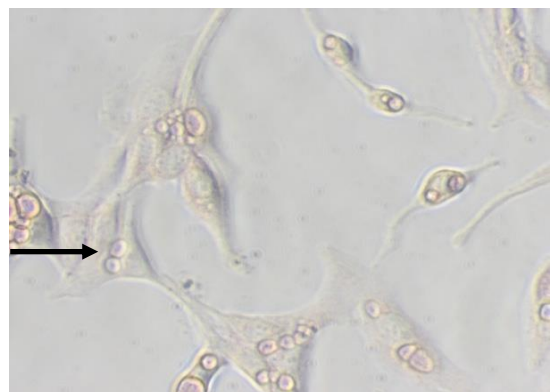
BT20-Zellen, PR, Lin Red negativ (Vergrößerung 32x)
